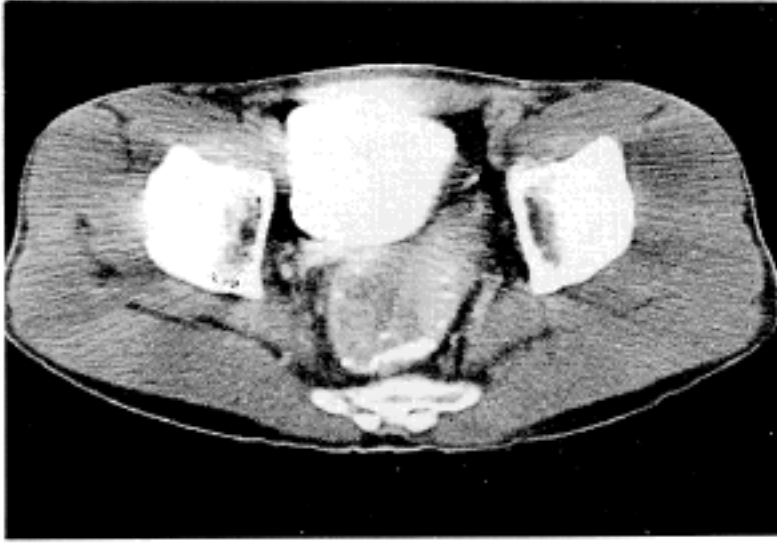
Abdominal CT. Huge mass in upper rectum and enlargement of perirectal lymph nodes.
